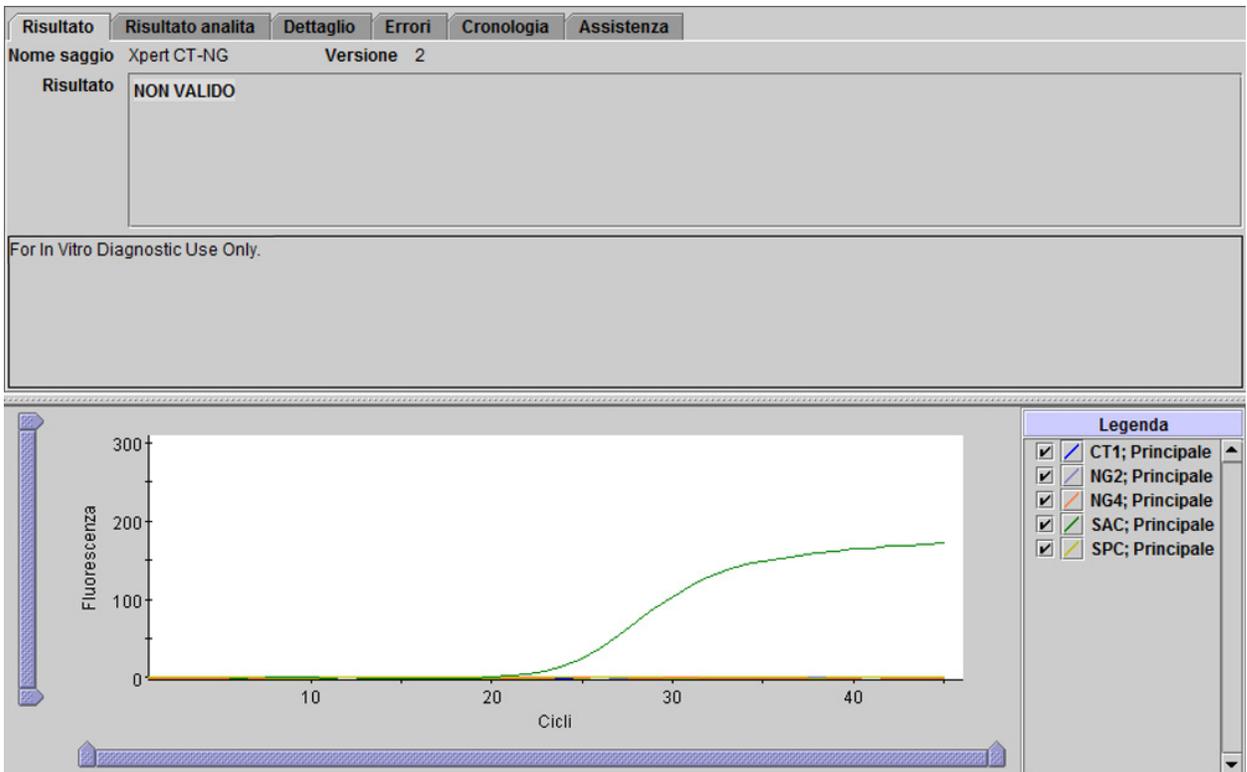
Xpert CT_NG - Risultato non valido
